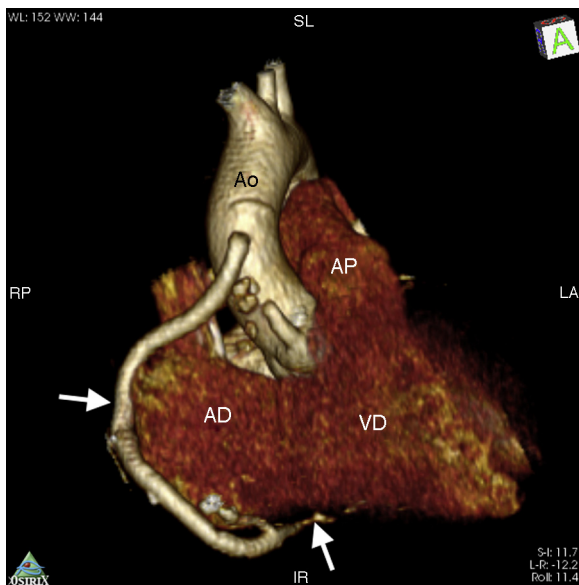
Tomografía cardíaca: reconstrucción volumétrica, se visualiza el hemoducto el cual emerge de la aorta ascendente y se conecta con la porción distal de la coronaria derecha.
